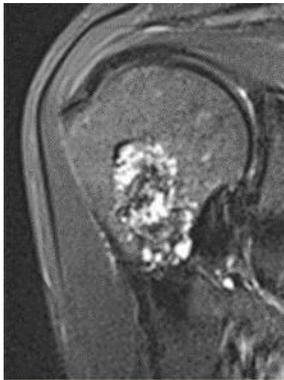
MRI eines Endchondroms im Oberarm.
